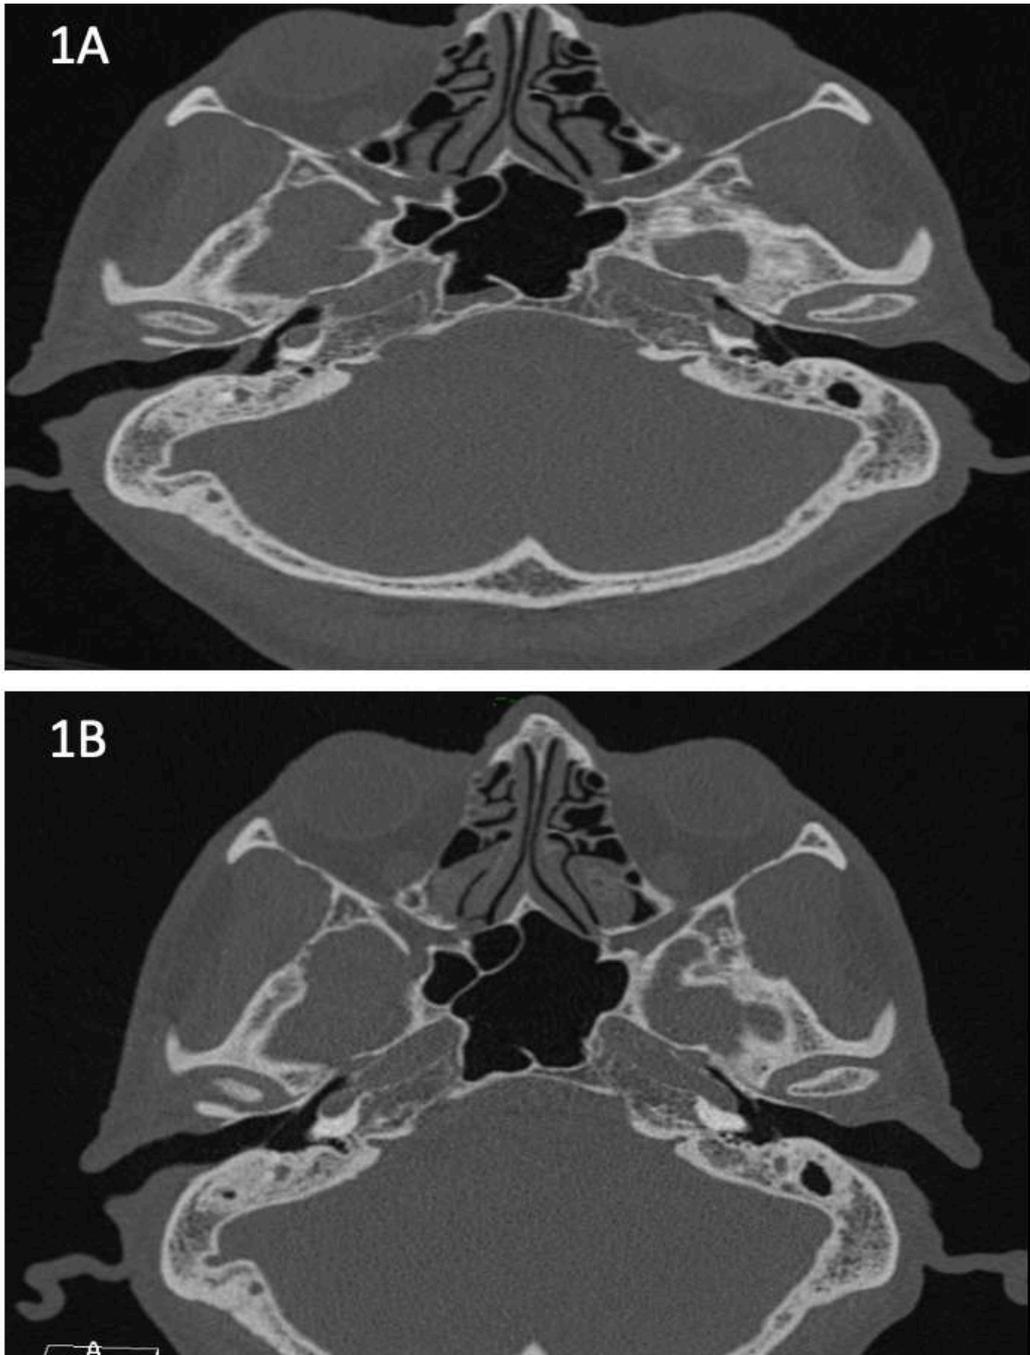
A. Tomografía simple de oídos, en corte axial, que muestra engrosamiento de membrana timpánica derecha con ocupación de conducto auditivo externo que no erosiona hueso, sin afectación de scutum y sin ocupación de oído medio. B Un año posterior a tratamiento, se muestra una tomografía simple de oídos, corte axial, en dónde no se visualizan lesiones en conducto auditivo externo derecho u oído medio que sugieran recurrencia del padecimiento.
